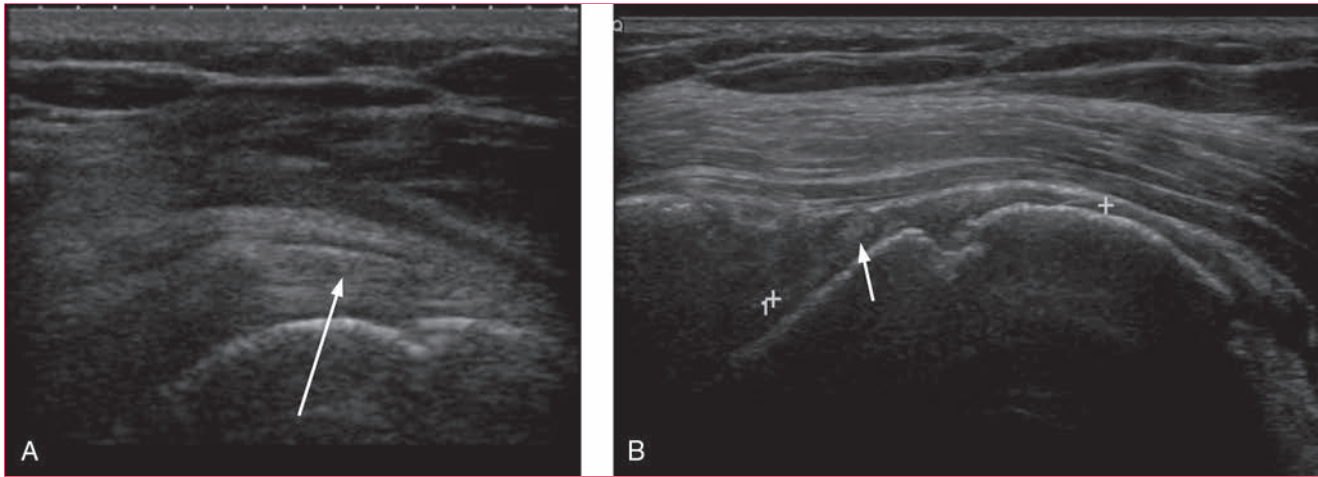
Imágenes de ecografía en proyección coronal del tendón del supraespinoso intacto (flecha, A) y desgarrado (flecha, B).
